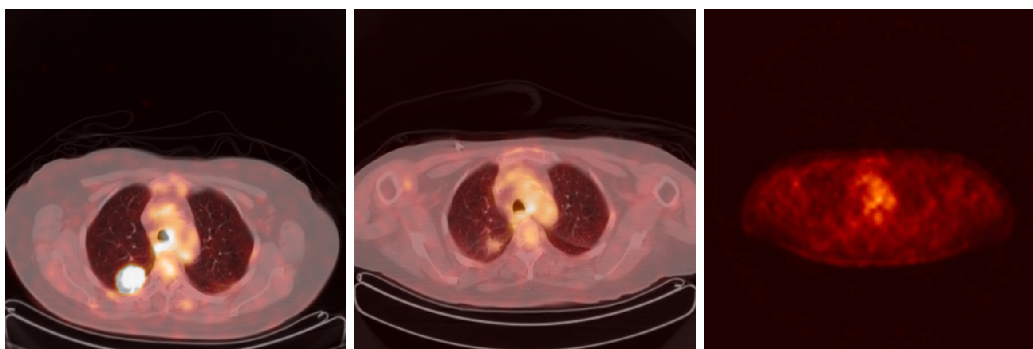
De gauche à droite : superposition des images TEP-TDM de l'examen à la dates  $t_1$ , superposition des images TEP-TDM de l'examen à la dates  $t_2$ , image TEP seule de l'examen à la date  $t_2$ . A l'examen à la date  $t_2$ , la tumeur ne répond plus en TEP.
